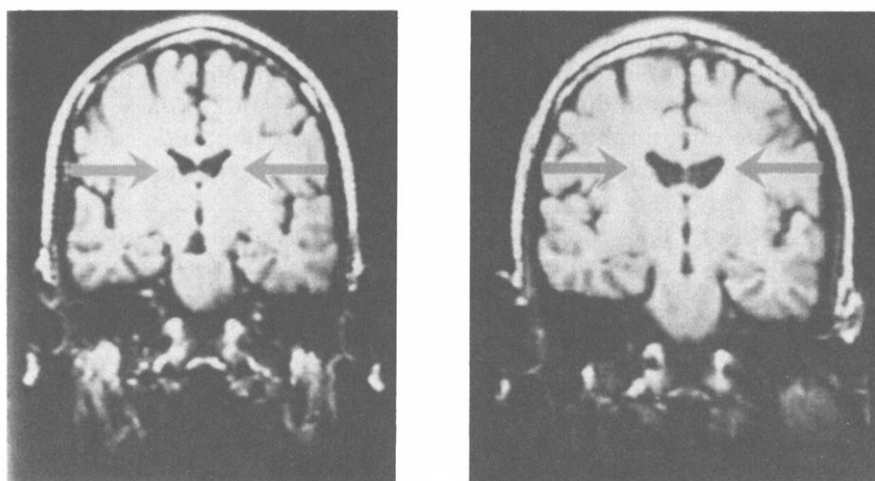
Imágenes de resonancia magnética del cerebro de un par de gemelos idénticos, uno de los cuales (imagen derecha) era esquizofrénico. Nótese el ensachamiento de los ventrículos en el gemelo esquizofrénico, comparado con el normal (imagen izquierda), indicando pérdida de tejido cerebral. (Adaptado de la referencia 90.)
